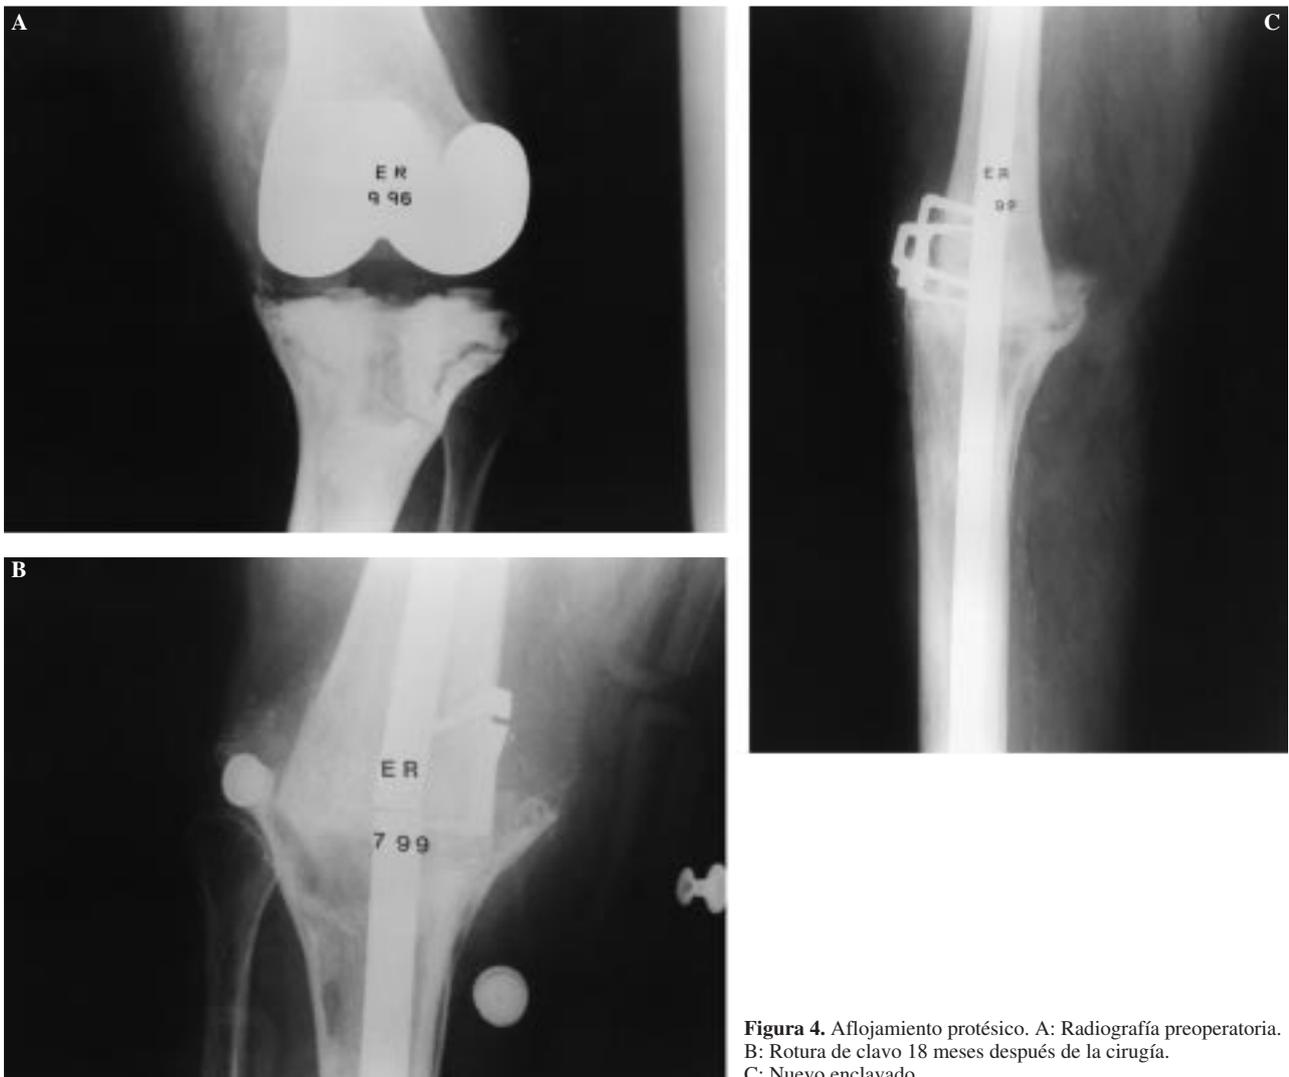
Aflojamiento protésico. A: Radiografía preoperatoria. B: Rotura de clavo 18 meses después de la cirugía. C: Nuevo enclavado.
